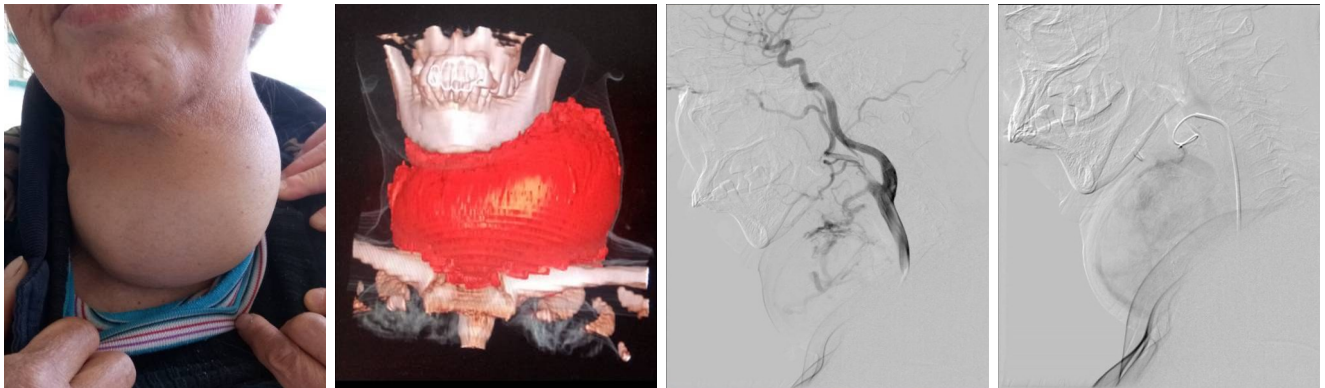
III° 甲状腺肿大伴甲亢患者 (甲状腺 CT 成像后采用 SyngoVia® MM Oncology 软件测定甲状腺肿物体积为 756 mL; DSA 下血管造影可见双侧甲状腺动脉明显增粗, 发出迂曲紊乱肿瘤血管, 可见动静脉瘘; 插管至双侧甲状腺上动脉及甲状腺下动脉后, 经微导管缓慢推注 PVA 颗粒进行动脉末梢栓塞, 再次造影见甲状腺肿瘤染色较前明显减少)
